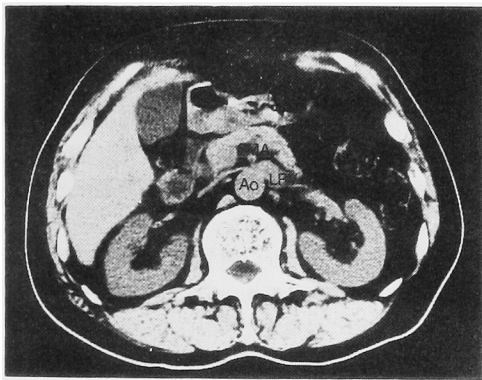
Plain CT of the nutcracker phenomenon of the left renal vein between the abdominal aorta and the superior mesenteric artery.
